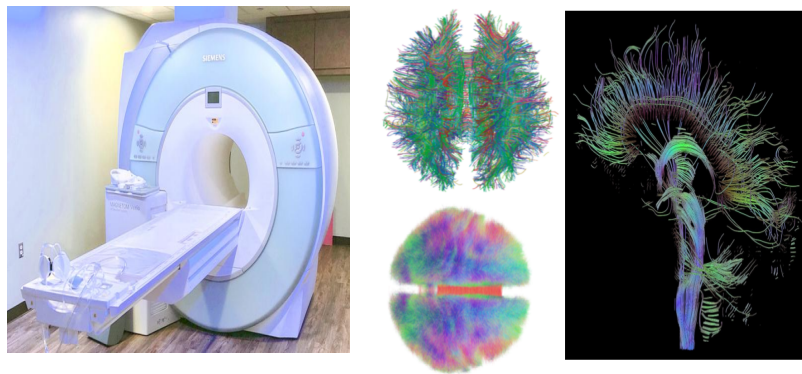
Conectomul si IRM
